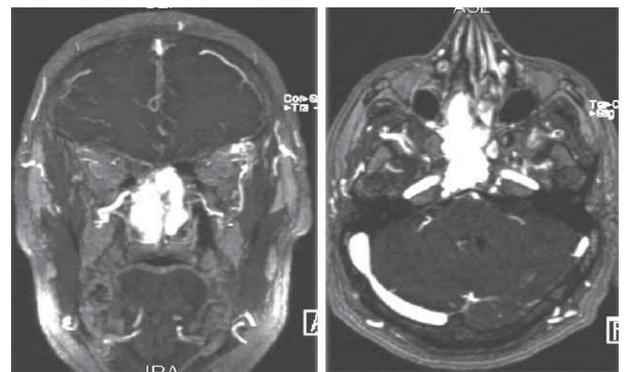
Angiorresonancia nuclear magnética de fosas nasales preoperatoria.
